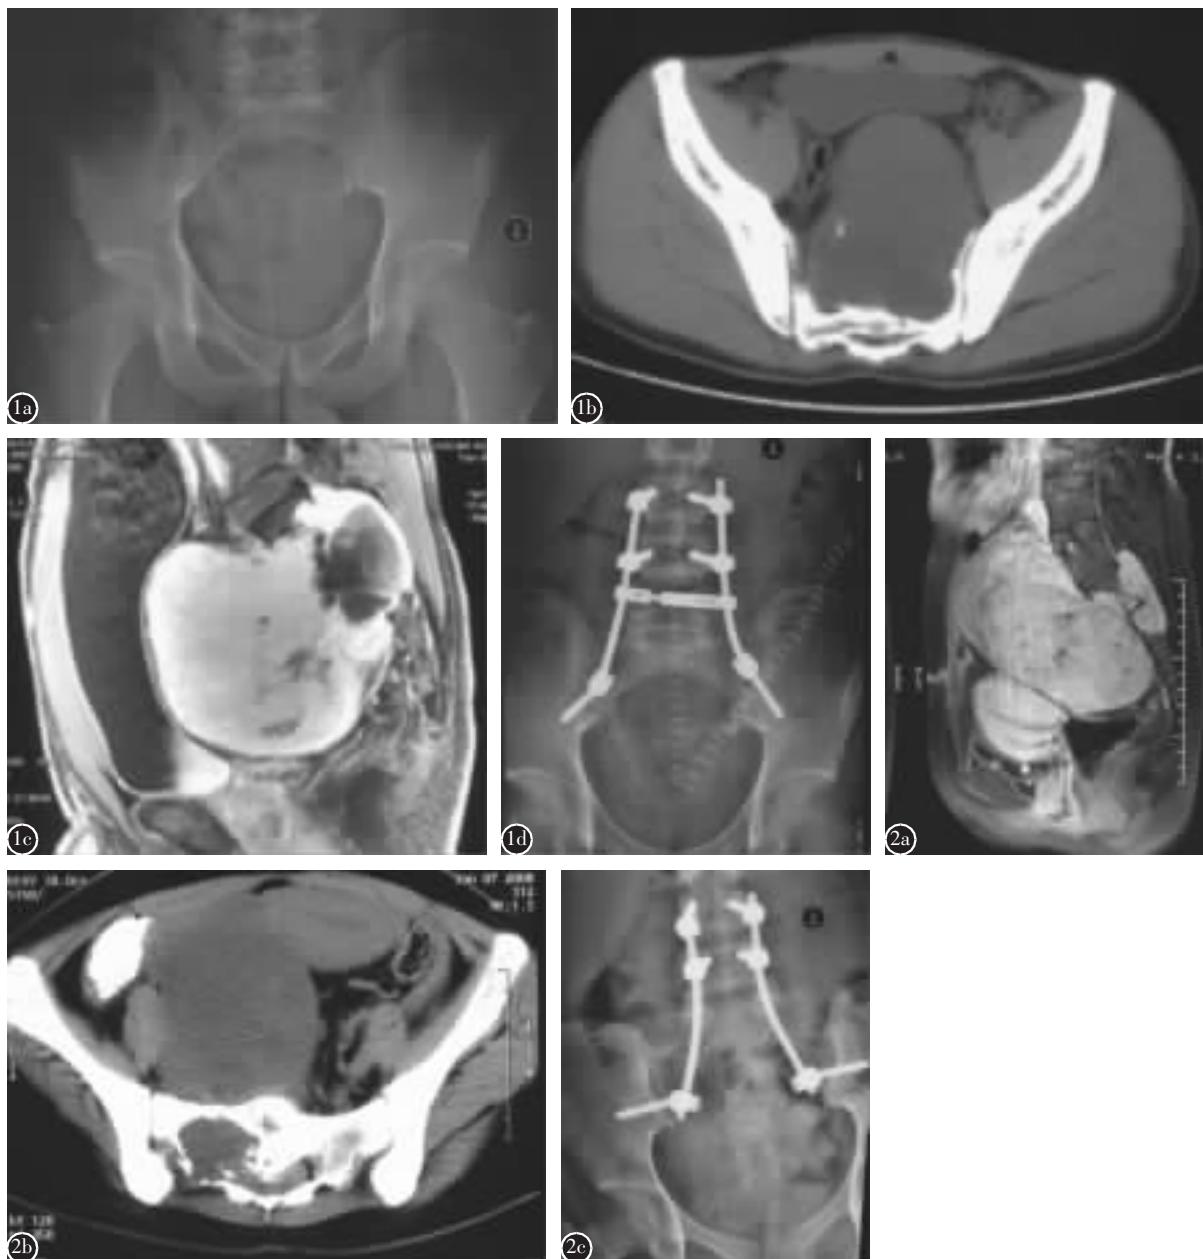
a 术前 X 线片示左侧 S1 神经孔扩大 b、c MRI 及 CT 检查示巨大神经鞘瘤,从 S1 神经孔长出,肿瘤向前后均生长(Ⅲ型),肿瘤上界达 S1 水平 d 骶骨肿瘤切除、钉棒系统腰骶部重建术后 X 线片示内固定位置良好 图 2 a 术前 MRI 示骶前巨大神经鞘瘤 b CT 示骶前巨大肿瘤,S1 椎体被肿瘤破坏 c 骶骨肿瘤切除、钉棒系统腰骶部重建术后 X 线片示内固定位置良好
